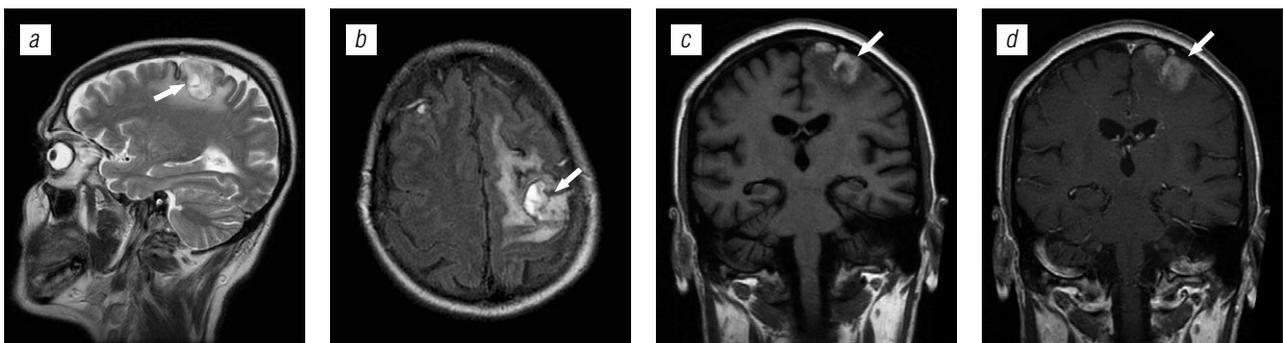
Токсоплазмоз головного мозга: *a* — T2 ВИ; *b* — FLAIR; *c, d* — T1 ВИ с контрастированием
